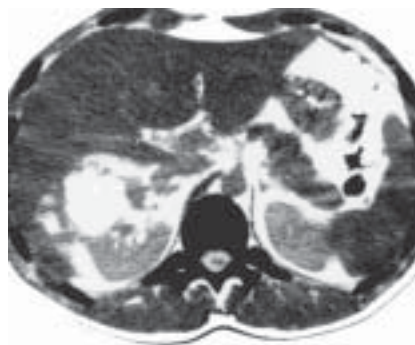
Абсцес печінки. Фрагмент комп'ютерної томограми.
